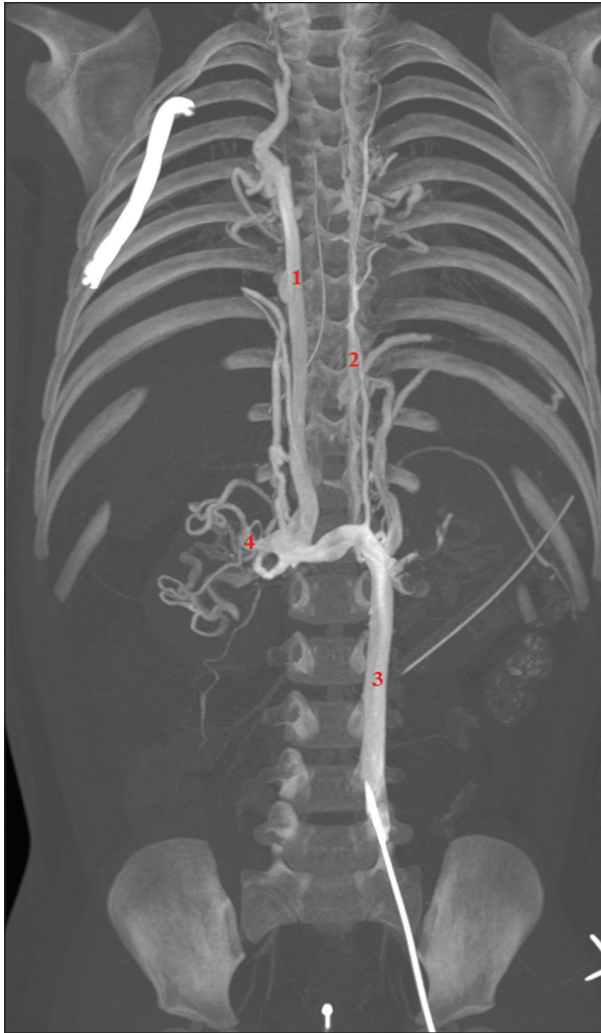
КТ-ангиография органов грудной и брюшной полостей в фазу контрастирования системных вен (контраст введен через катетер, установленный через левую бедренную вену).
